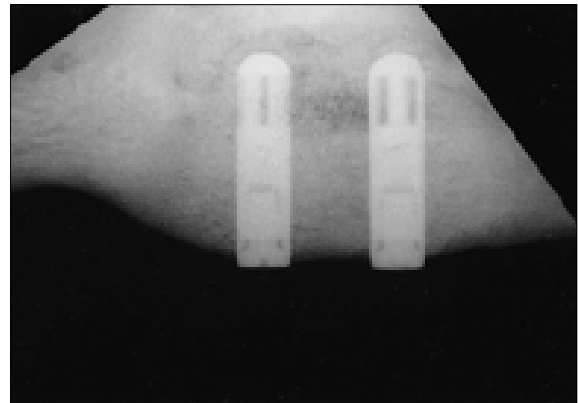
Lateral radiograph taken 12 weeks after of implant installation in 8-weekgroup. Note the distracted area showed radiographically opaqueness similar to that of the adjacent bone, and the implants were well-established with bone.
